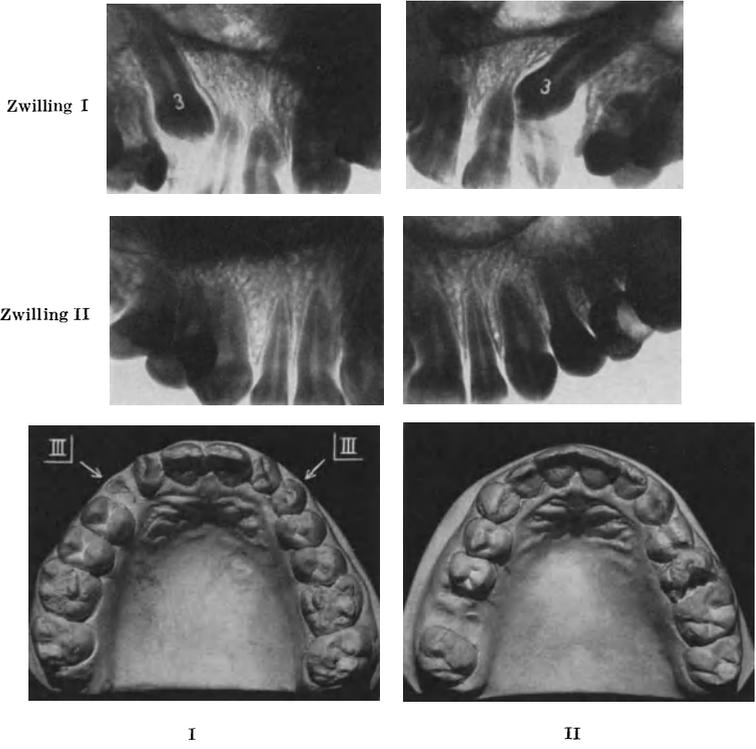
112. Zweieiige Zwillinge Nr. 26. Modelle und Röntgenaufnahmen des Oberkiefers. Retention von  $\frac{3}{3} \frac{3}{3}$  bei Zwilling I.
